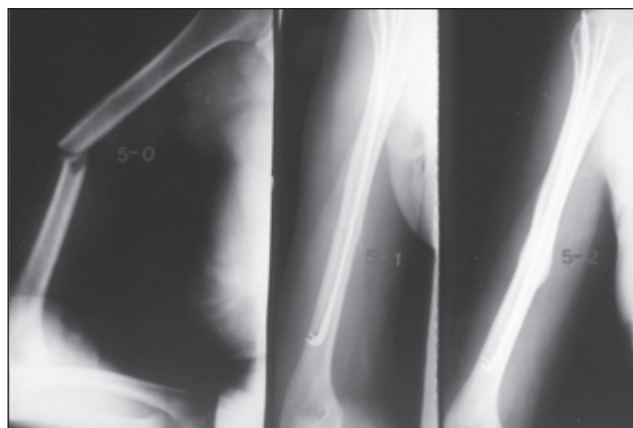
Хвора М., 42 роки. Після ДТП, поєднані пошкодження — ЗЧМТ, перелом обох кісток гомілки. Фотовідбиток прямої та бічної рентгенограми: поперечний перелом середньої третини плечової кістки зі зміщенням кісткових відламків 12А3 за АО, тип D4 за Гакеталем. Металоостеосинтез пучком спиць, зрощення через 12 тижнів. Видалено металоконструкцію за 36 тижнів після операції
